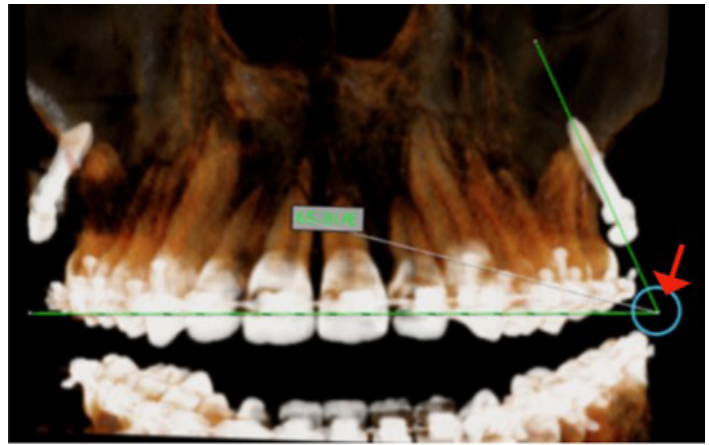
Imagen de CBCT muestra la reconstrucción 3D, donde se observa el ángulo formado por el MIO en relación con el plano oclusal maxilar. Angulación indicada por flecha roja
